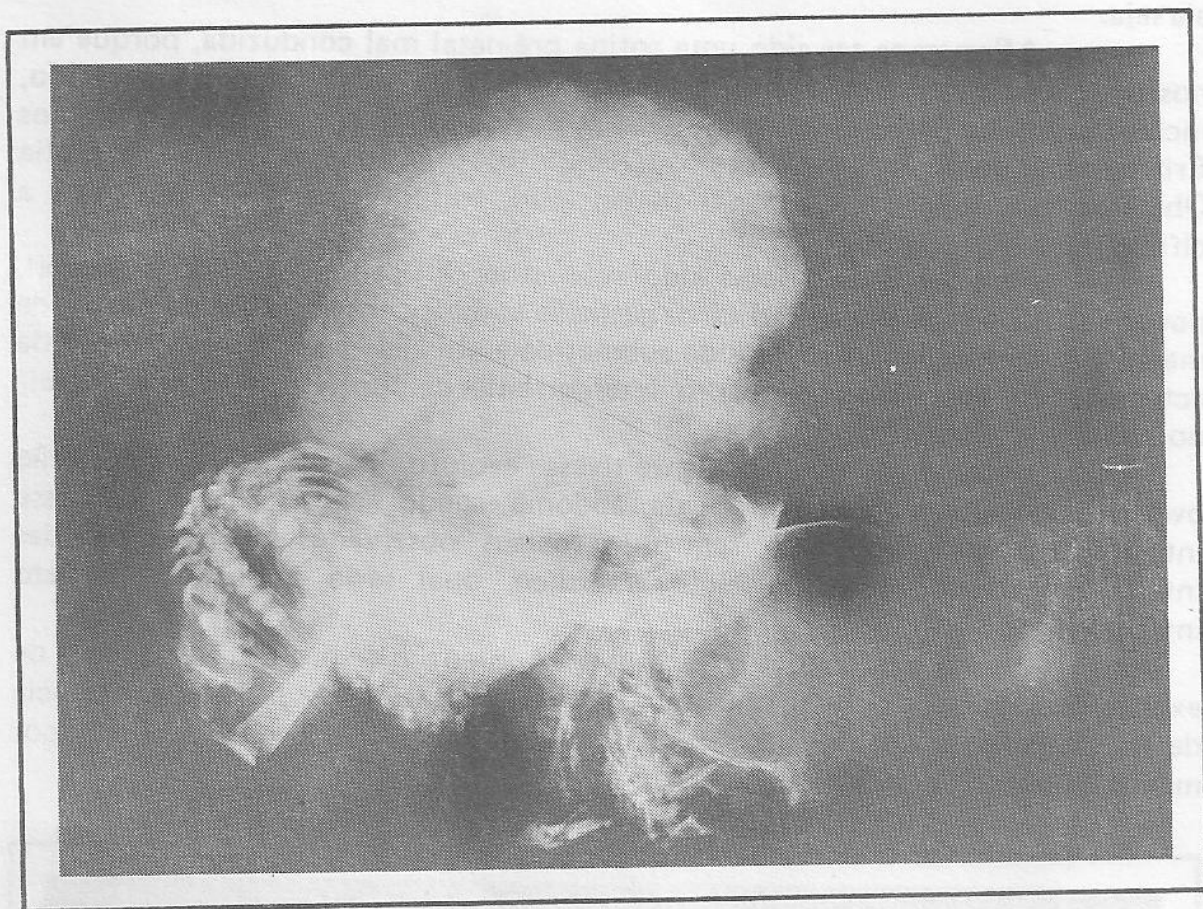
Microrradiografia da peça cirúrgica, em incidência crânio-caudal, onde divulgam-se as partes fetais e o complexo ooforo-placentário.
